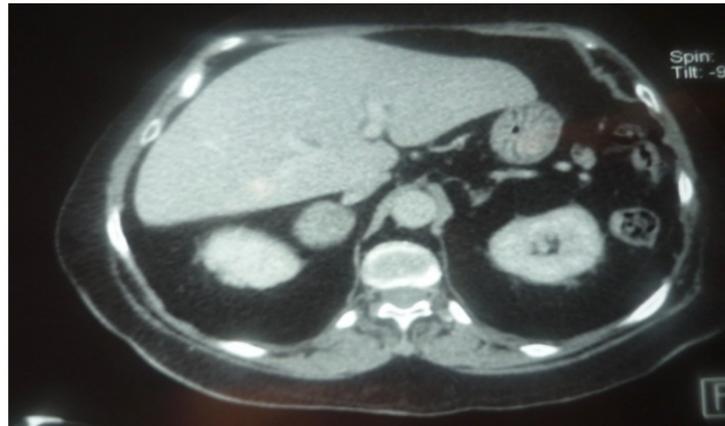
TDM surrénalienne objectivant une masse tumorale au niveau de la surrénale droite, mesurant 46mm *36 mm, la surrénale gauche étant non hyperplasiee
